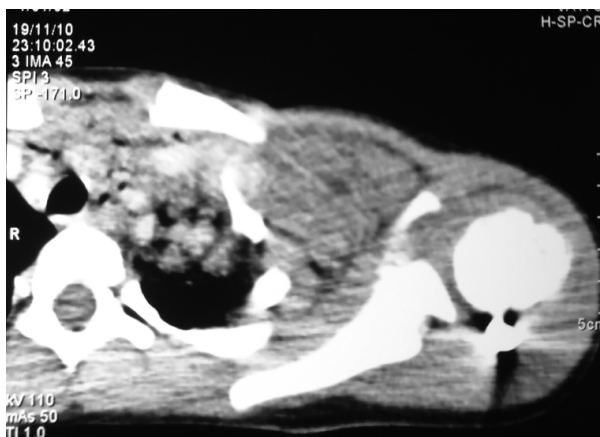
TAC – Imagen del proyectil zona posterior de cabeza de húmero.
